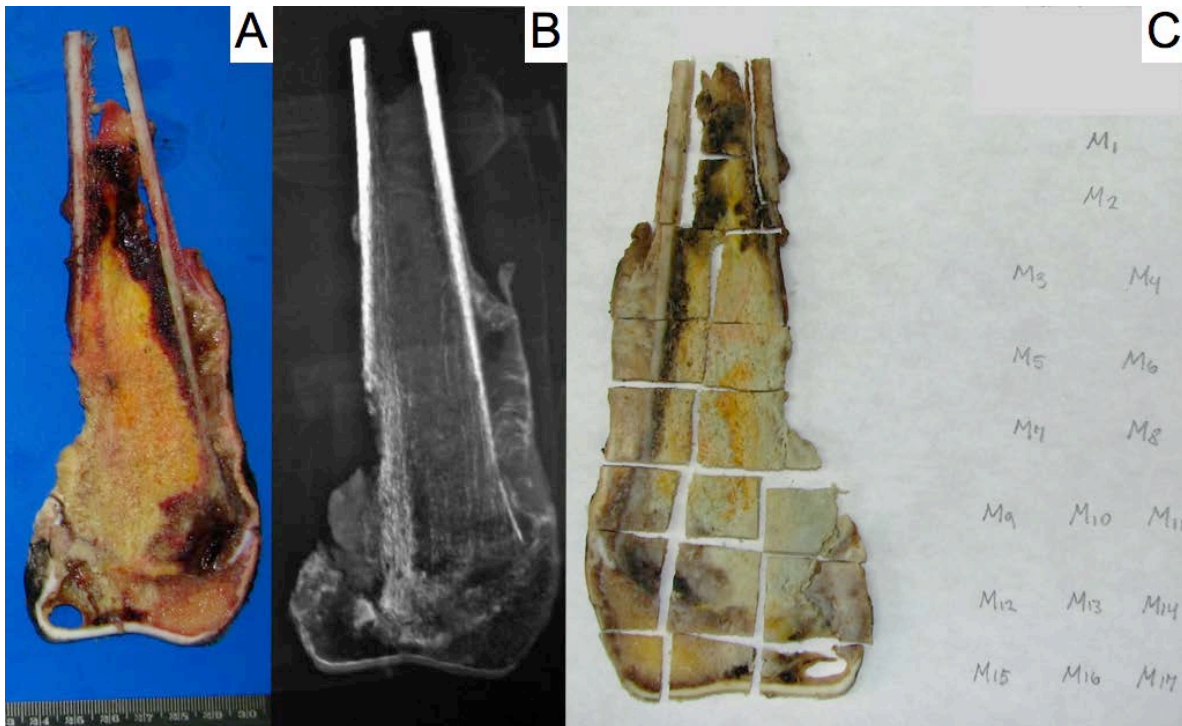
(Caso OS 23, osteosarcoma de alto grado con mala respuesta a tratamiento neoadyuvante, grado de necrosis Huvos II). A: corte coronal completo de osteosarcoma de alto grado de fémur distal. Nótese el gran tamaño de la neoplasia, la lesión de la placa de crecimiento, la reacción perióstica y la extensión extraósea. B: radiografía del espécimen quirúrgico. Nótese el aspecto mixto radiodenso y radiolúcido. C: mapa de necrosis en el que se incluye todo un corte coronal para estudio microscópico.
